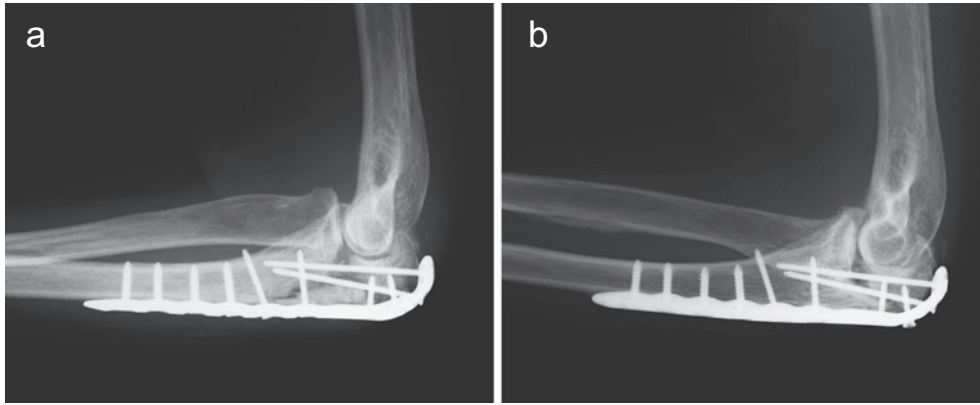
症例1 再手術 X線 a: 再手術直後, b: 再手術後 20 週
